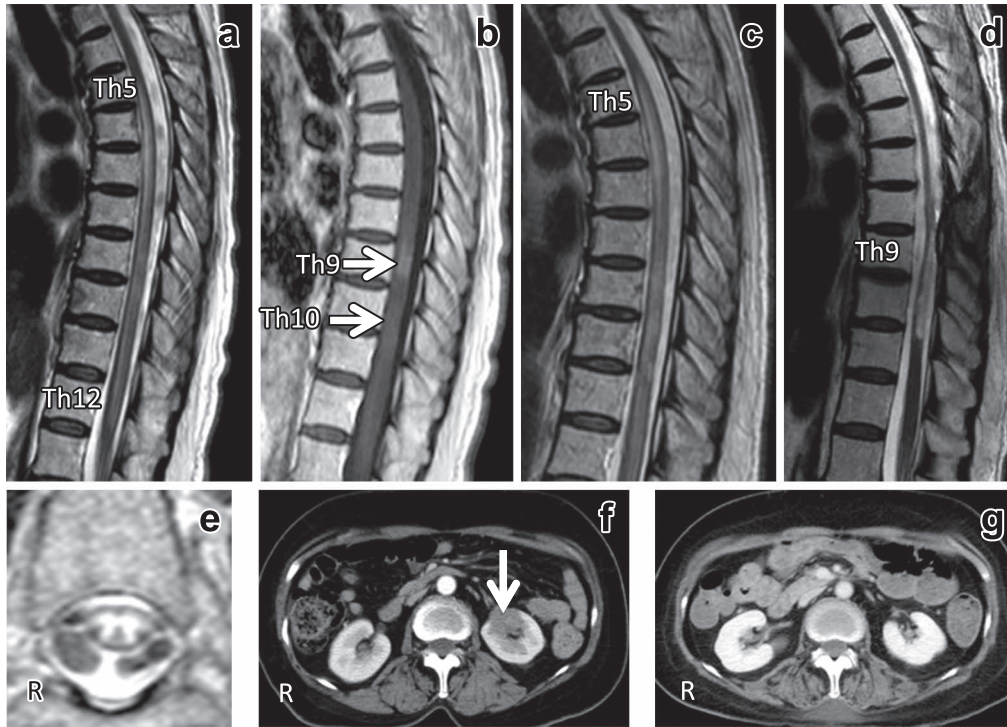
Magnetic resonance imaging (MRI; a-e) of the spine and abdominal contrast enhanced computed tomography (CT; f, g).
